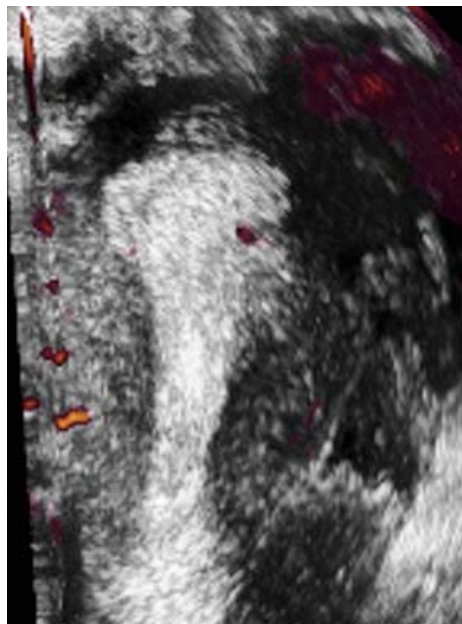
Imagen de reconstrucción 3D de una sospecha de útero unicorne en la ecografía convencional (Figura 56). La imagen coronal muestra una morfología cavitaria tubular característica del útero en T
